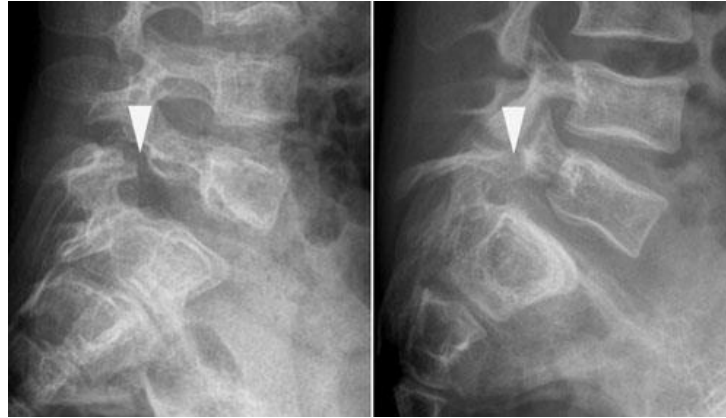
Radiografia de perfil da junção lombossacra de duas crianças com OI revelam espondilólise de L5 (setas) associada a espondilolistese. (20)
